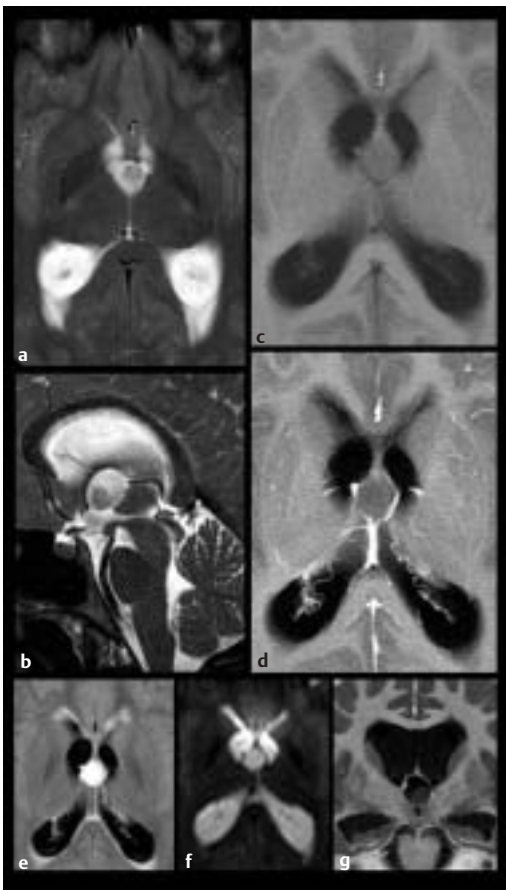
a Axial T2-TSE. b Sagittal T2-TSE. c Axial T1-SE nativ. d Axial T1-SE nach KM i. v. e Axial T2-FLAIR. f Axial isotrope Diffusionswichtung. g Koronar T1-IRSE
